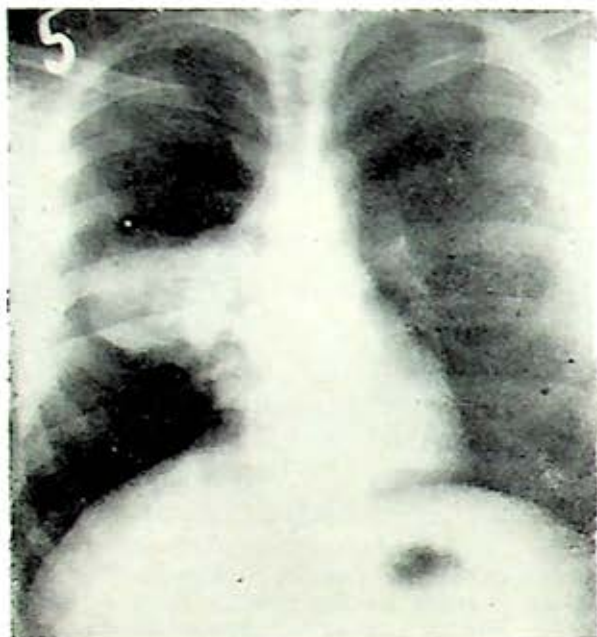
Radiografía de tórax P.A., preoperatoria con lesión tumoral en mediastino anterior, la cual se resecó totalmente. Es el caso de menor estancia hospitalaria (45 días). (Referencia 60).
